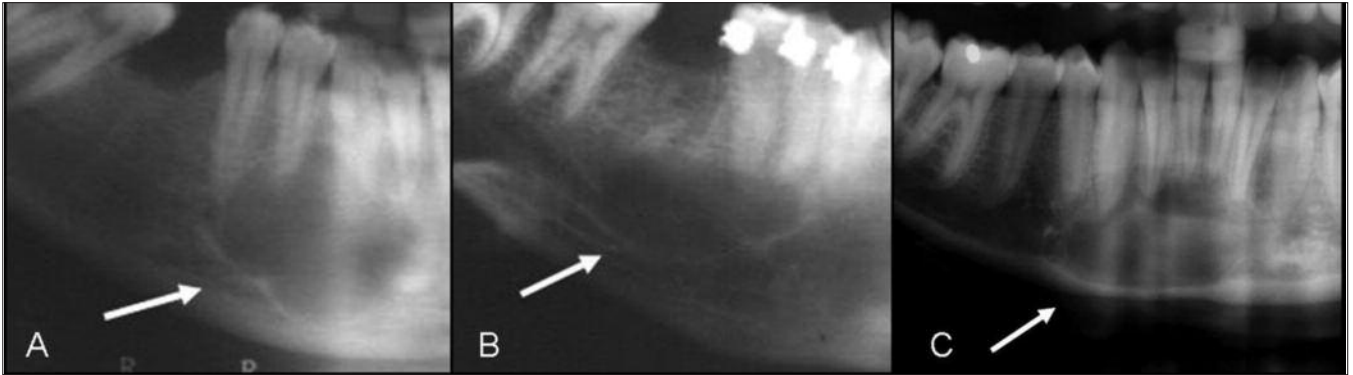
Destaque das radiografias panorâmicas dos casos avaliados: (A) caso 4, (B) caso 5 e (C) caso 6
